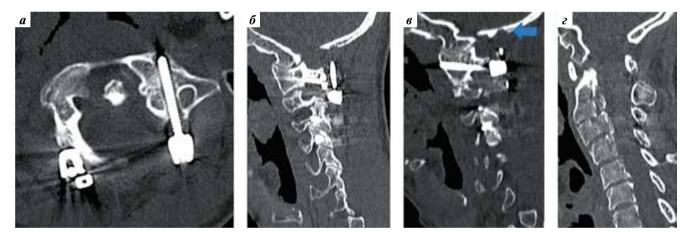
КТ-изображения шейного отдела позвоночника (через 6 мес после 1-й операции): а — аксиальная проекция в области С1-позвонка: определяются раскрученная гайка справа, расшатанный винт слева; б — разблокированная и краниальная мигрировавшая балка; в — эрозия чешуи затылочной кости справа (стрелка); г — частичная консолидация переломов позвонков С2 и С3
